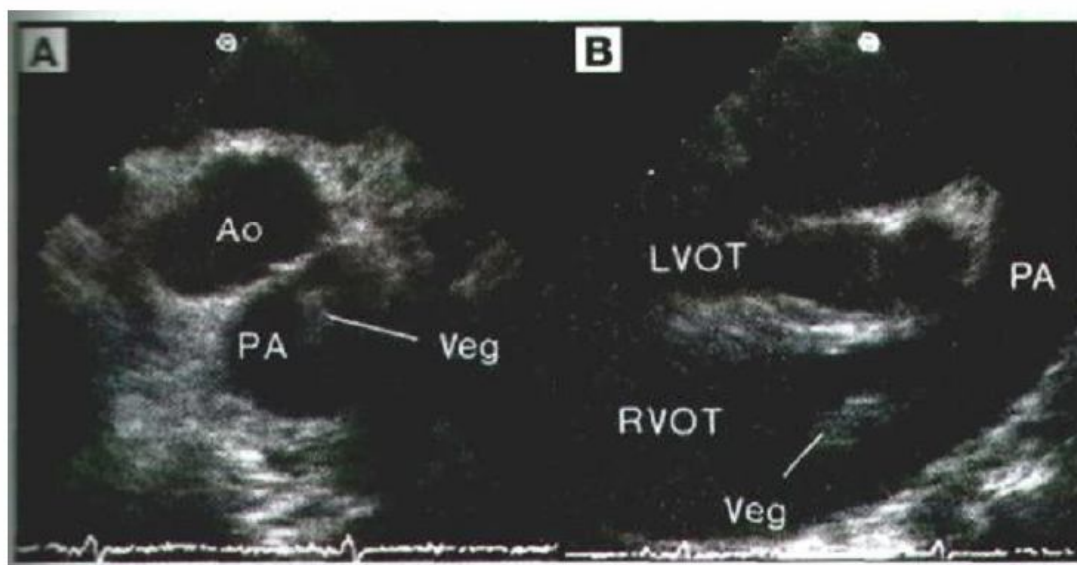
Вегетация на клапане легочной артерии, наблюдаемая I при чреспищеводной эхокардиографии. Исследование в поперечном сечении (А) визуализирует вегетацию (Veg) в легочной артерии (РА). Исследование в продольном сечении (В) показывает вегетацию в выносящем тракте правого желудочка (RVOT). АО — аорта; LVOT — выносящий тракт левого желудочка
